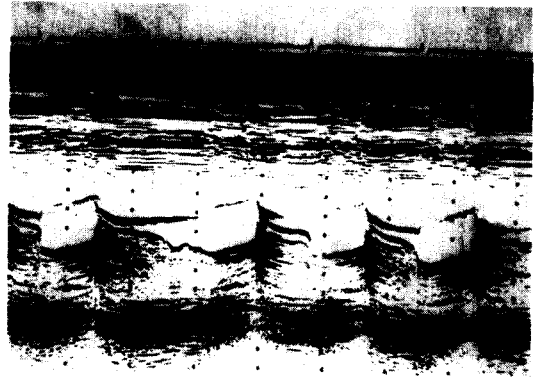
판막대치수술 (St. Jude) 후 초음파소견
